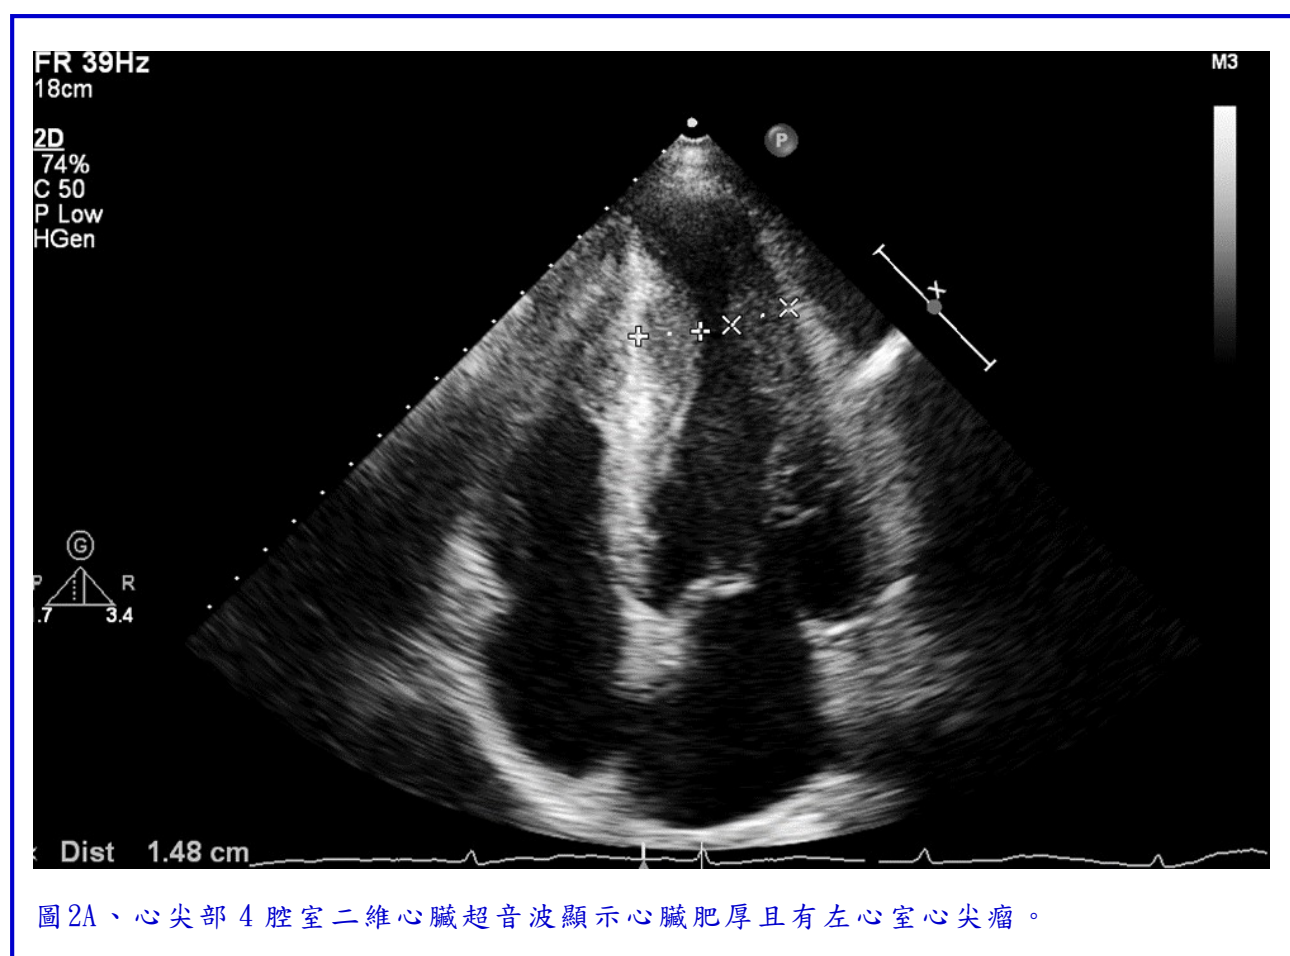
心尖部4腔室二維心臟超音波顯示心臟肥厚且有左心室心尖瘤。
